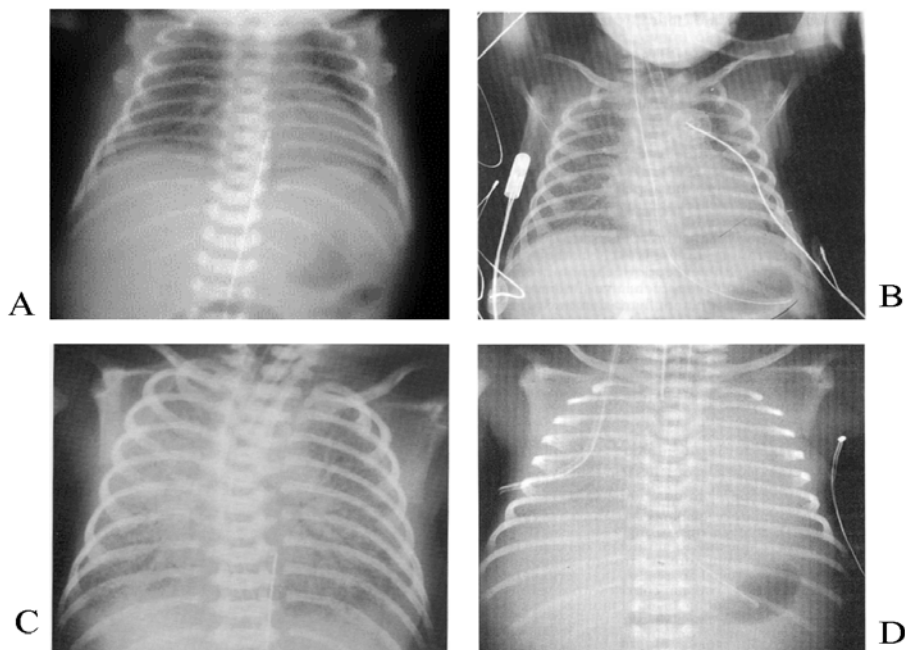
Radiographic classification by Bomsel in neonatal respiratory distress syndrome (A, grade I; B, grade II; C, grade III; D, grade IV).
